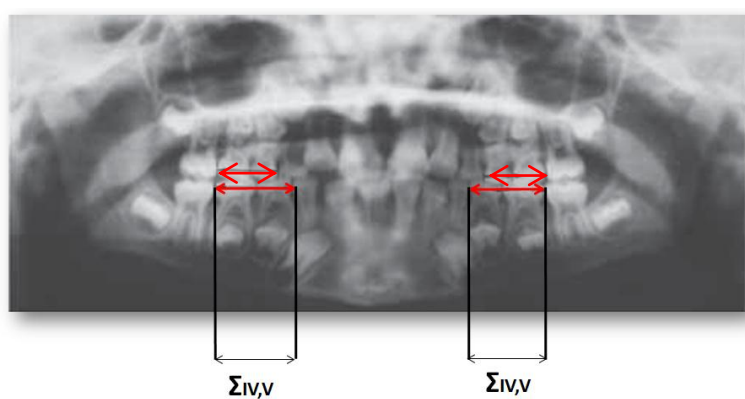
Ортопантомограмма челюстей пациента в возрасте 7 лет – дистоокклюзия, бугорковое смыкание первых постоянных моляров; индивидуальная макродонтия временных моляров нижней челюсти. Показано проксимальное сошлифовывание эмали с коронок временных моляров нижней челюсти
